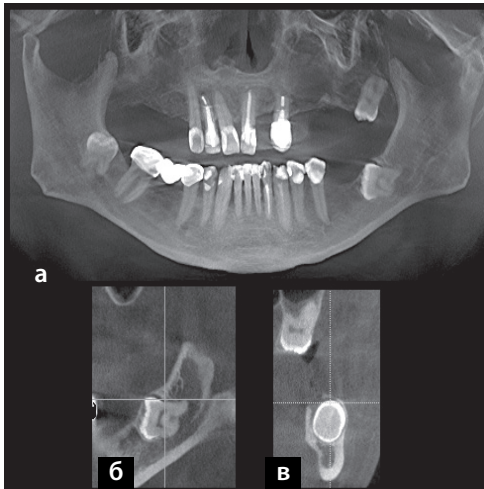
3D КТ (GALILEOS Viewer) зубов больного 49 лет. Диагноз – ретенция верхнего и нижнего 3-х моляров: *а* – ортопантограмма; *б* – касательный (сагиттальный) срез; *в* – поперечный срез.
